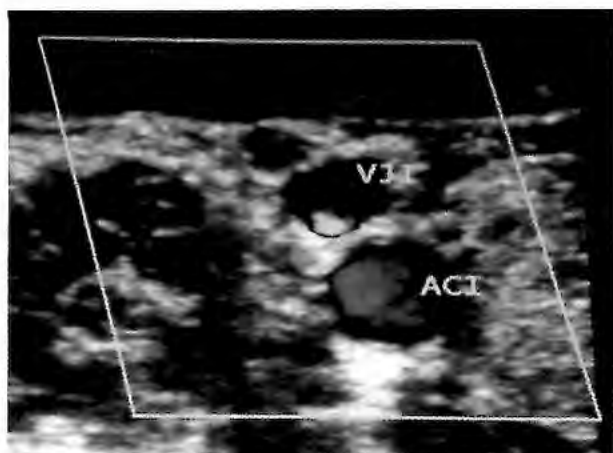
Vasos cervicais com Doppler colorido em corte transversal.
